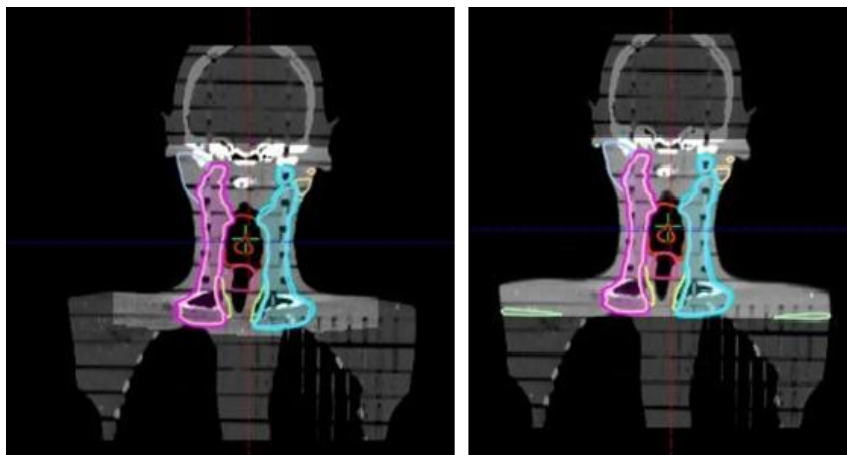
Comparación del FOV obtenido mediante protocolo de cabeza (izquierda) y el protocolo de pelvis (derecha) en imágenes iCBCT. El FOV está representado por la zona delimitada con el fondo gris claro.
